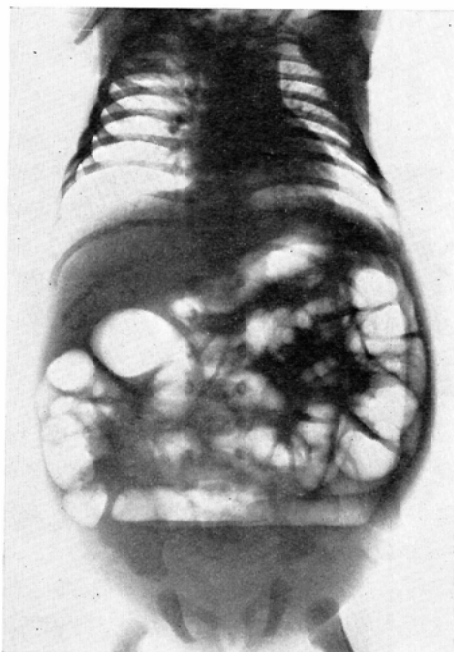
Neonatal Hirschsprung's disease, 8-day-old male baby; plain film in upright position
